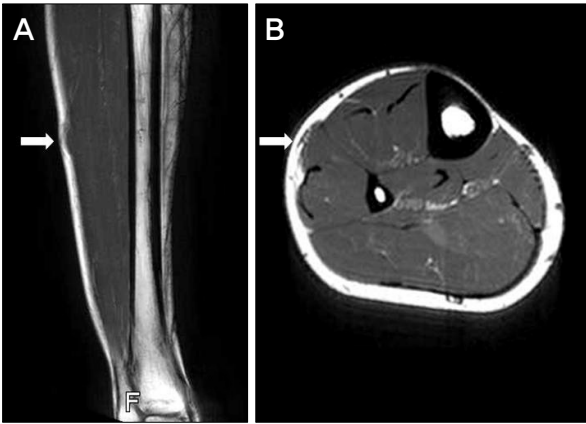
The T1WI MRI sagittal scan (A) and axial scan (B) imaging show compressed superficial peroneal nerve by subtle focal bulging of peroneus muscle (white arrows). T1WI, T1 Weighted image.
